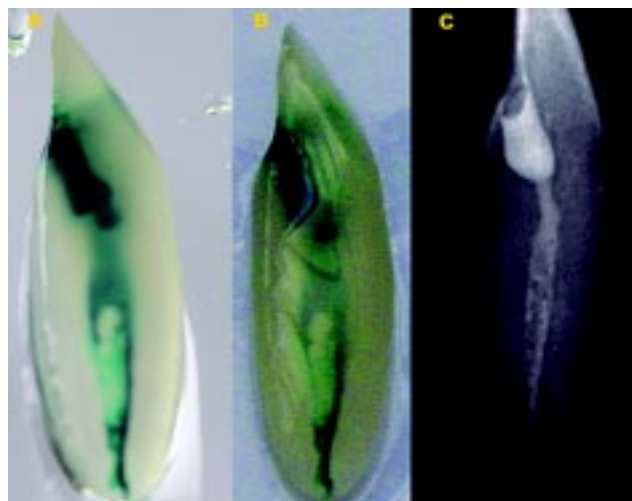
A). Diente 42, obtenido por maceración. Diciembre 2008. B). Mismo diente 42, obtenido por maceración. Diciembre 2013. C). Radiografía del diente 42 tomada previa a la diafanización dentaria.
